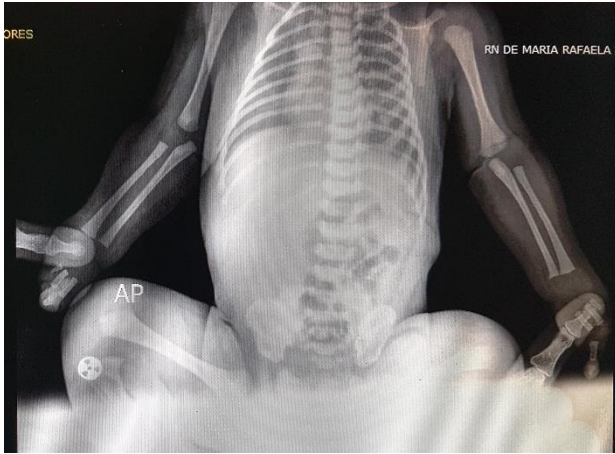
Radiograph of upper and lower limbs (left side) and photographs of case 7 (right side).
